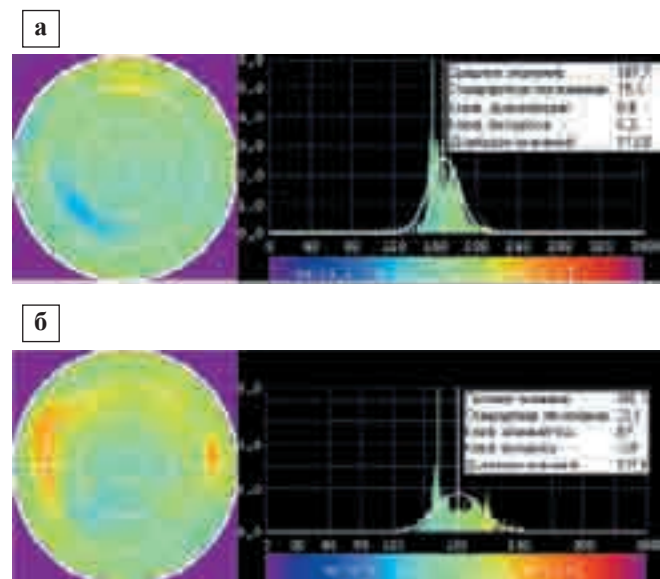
Результаты томосцинтиграфии больного Ш. от 14.03.06 г. (а) и от 18.04.06 г. (б): слева – карта фазового изображения ЛЖ, справа – гистограмма. Видна зона патологической асинхронии в передней стенке ЛЖ (верхние сегменты изображения). Значительное расширение патологической асинхронии на изображении и гистограмме от 18.04.06 г.
